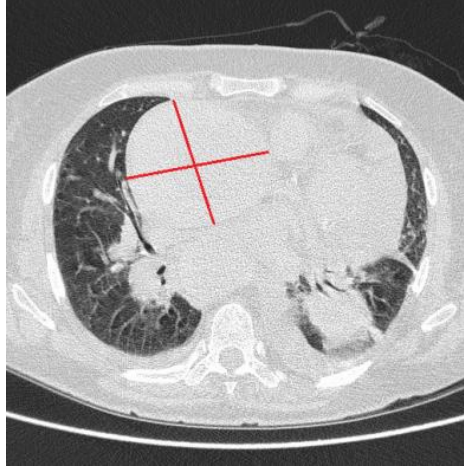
Tomografía simple de torax plano axial con presencia de lesión tumoral en región anterior auricular derecha de 140x72x96 mm, con densidades de 173 UH en zonas de corteza y de 10 UH en zonas medias.
